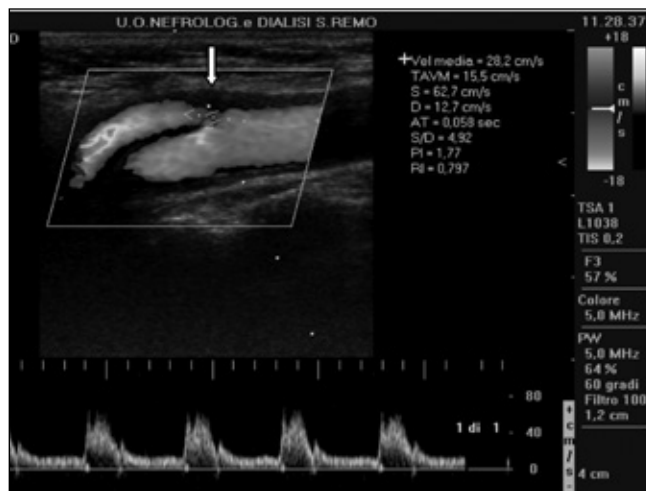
(Sonda lineare. Scansione longitudinale del collo che evidenzia sullo stesso piano tutte le carotidi. Al bulbo è ben valutabile placca disomogenea mista (fibrilipidica) che coinvolge maggiormente la carotide esterna determinando una stenosi non emodinamica (freccia) allo studio colorDoppler.
